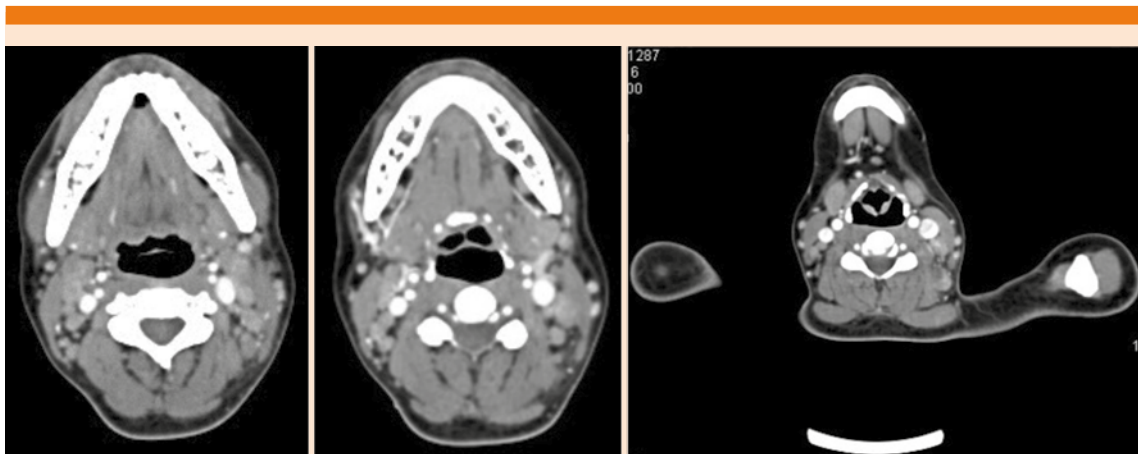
Tomografía axial computada de cuello con contraste. En la cadena yugular anterior se observan imágenes redondas y ovoides bilaterales que miden entre 2 y 4 mm en su diámetro mayor y en la región supraclavicular izquierda se observa imagen ovoide hipodensa con hilio grasoso que mide 13 mm en su diámetro mayor.
